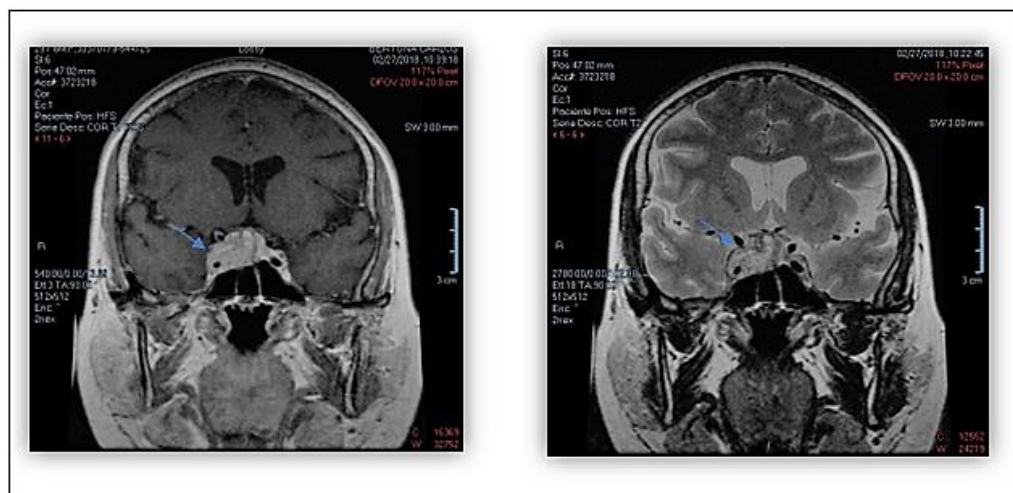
Imágenes de Resonancia Magnética Nuclear de región selar, corte coronal T1 (izquierda) y T2 (derecha), donde se visualiza macrolesión hipofisaria que compromete seno cavernoso derecho y quiasma óptico (flecha).
